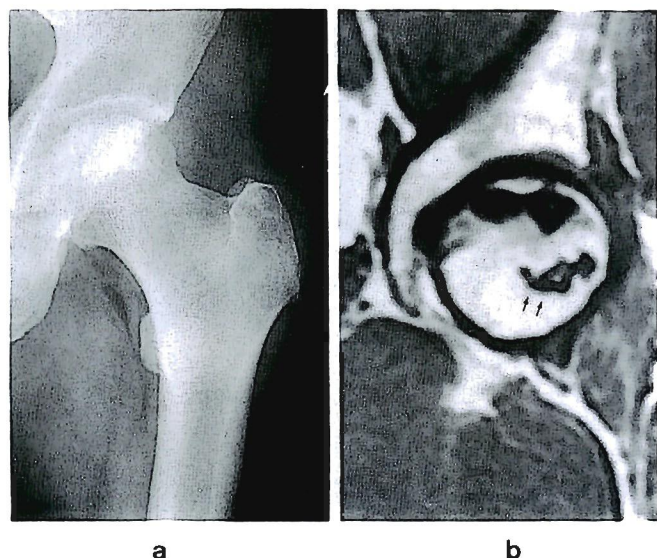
The case of type A2 lesion on roentgenogram and its MRI.
